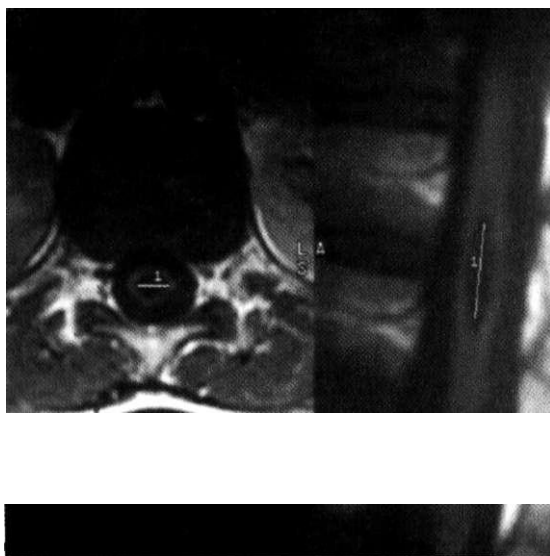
Магнитно-резонансная томограмма ребёнка с кистозным поражением вещества спинного мозга (сирингомиелия).
